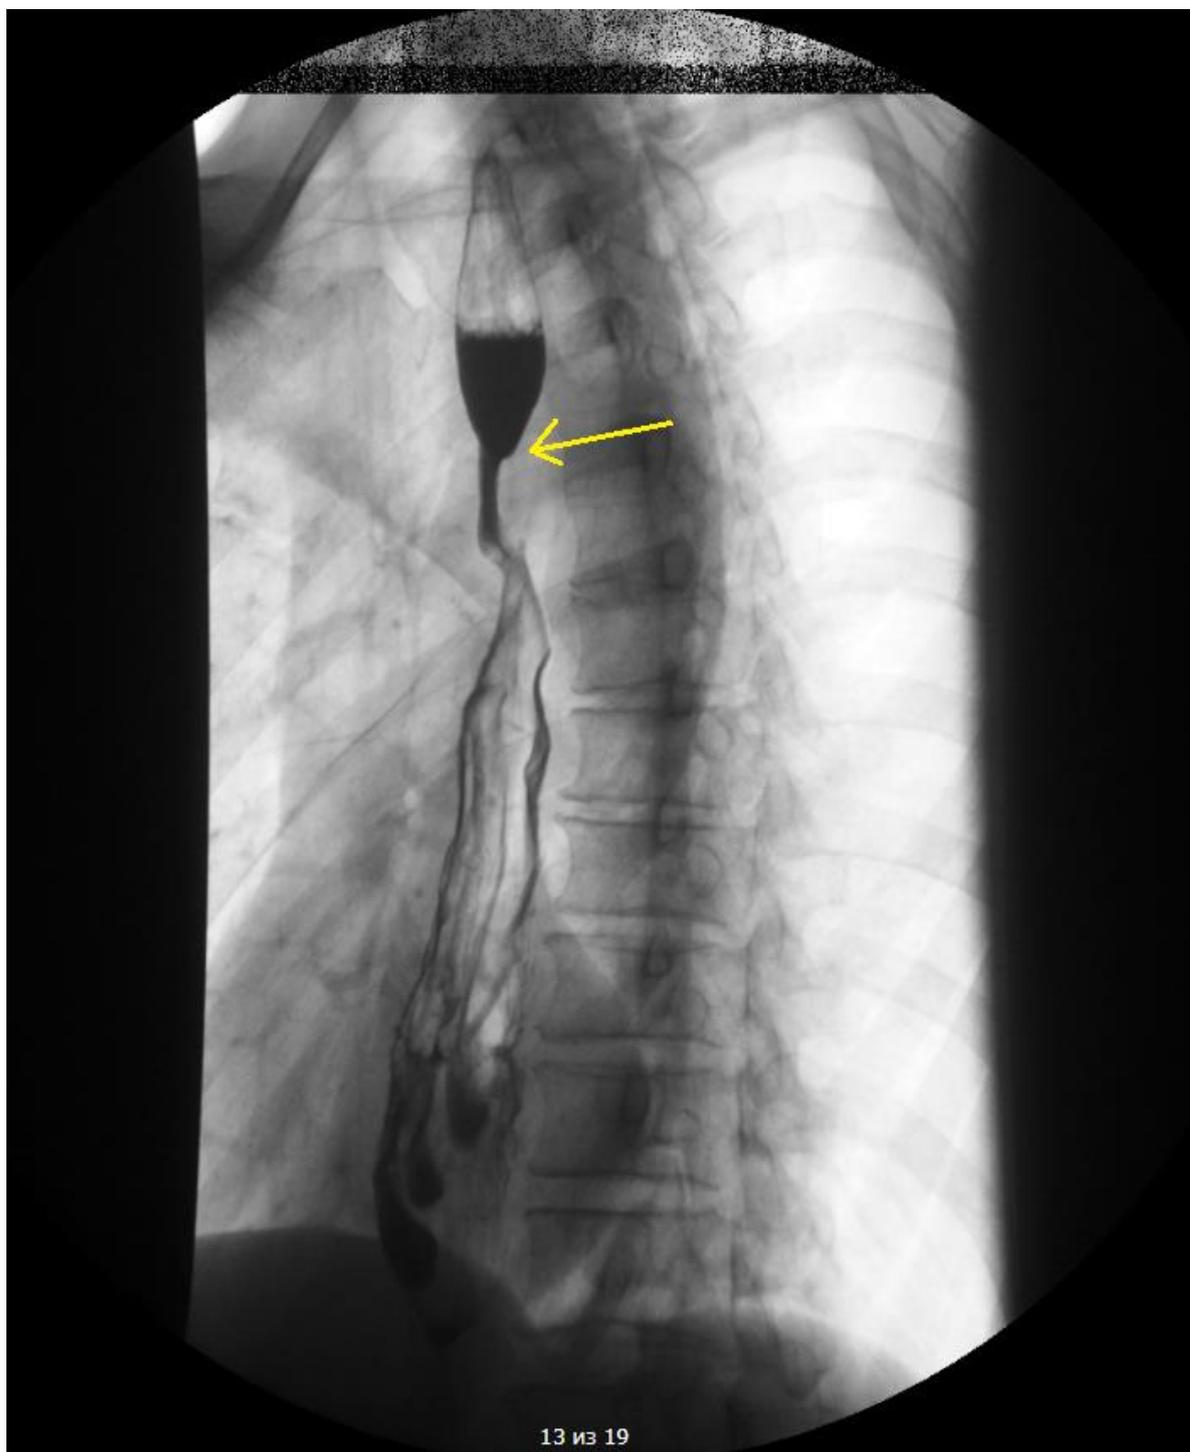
Рентгеноскопии пищевода с контрастированием после комбинированного лечения (неoadъювантна лучевая терапия, СОД 40Гр. + операция)
